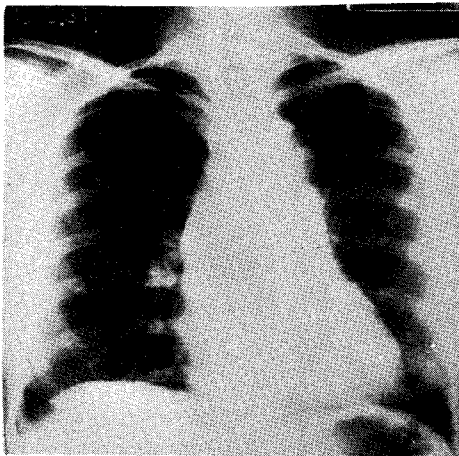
CASE 1. Chest X-Ray of 26-year-old female patient showed normal except blunting of right costo-phrenic angle. She suffered from pleurisy 7 years prior to this admission.
